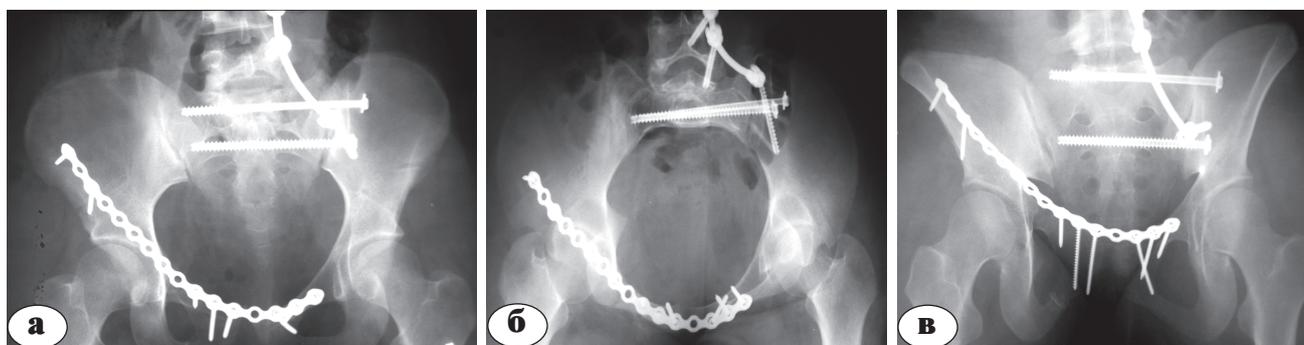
Рентгенограммы пациентки К. после операции: а – обзорная рентгенограмма таза; б – кранио-каудальная проекция; в – каудо-краниальная проекция
